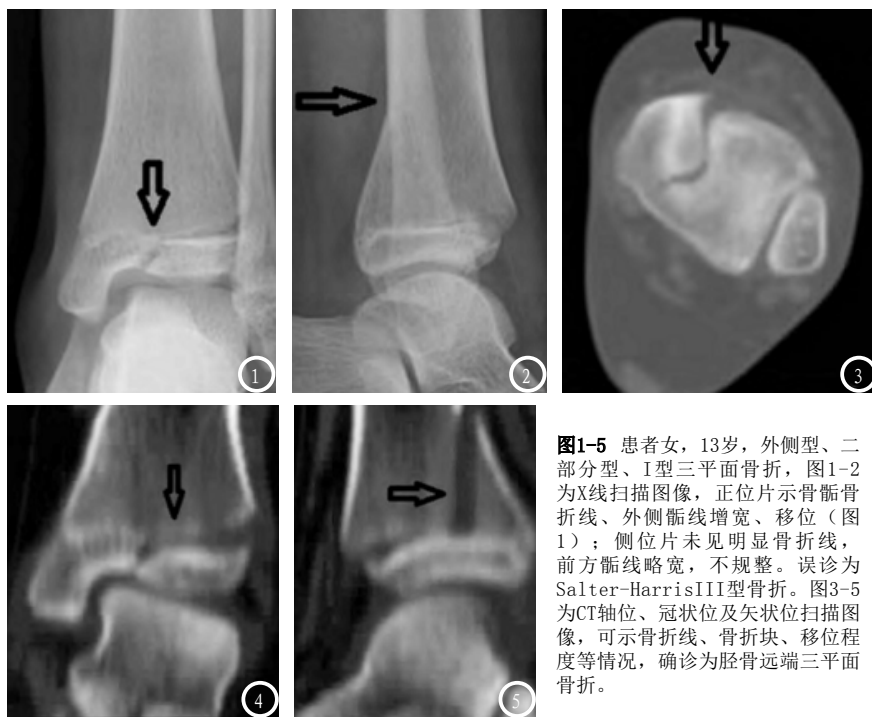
患者女,13岁,外侧型、二部分型、I型三平面骨折,图1-2为X线扫描图像,正位片示骨骺骨折线、外侧骺线增宽、移位(图1);侧位片未见明显骨折线,前方骺线略宽,不平整。误诊为Salter-HarrisIII型骨折。图3-5为CT轴位、冠状位及矢状位扫描图像,可示骨折线、骨折块、移位程度等情况,确诊为胫骨远端三平面骨折。
